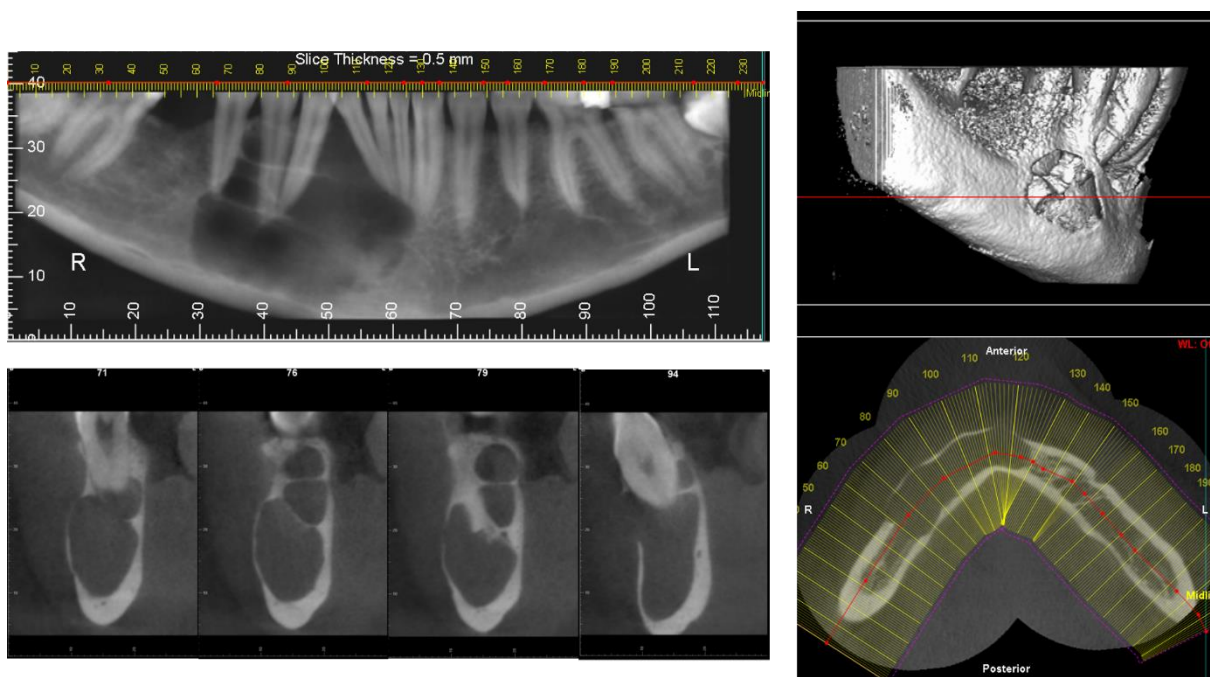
Tomografia computadorizada inicial e reconstrução 3D. O exame comprova a existência de fenestração óssea e progressão de lesão além da linha média.
